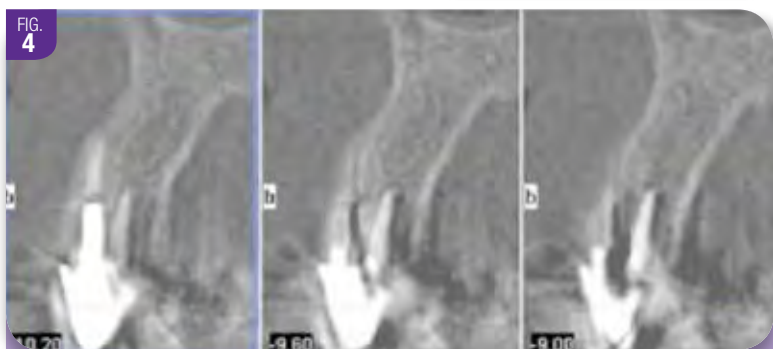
Coupes Cone-Beam : notez la différence d'axe entre la racine et la crête osseuse
